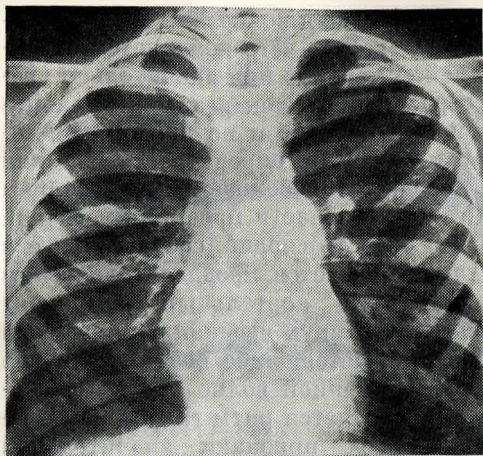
54. Рентгенограмма грудной клетки больного со стенозом легочной артерии в сочетании с неизмененным корнем аорты. Размеры сердца не изменены, однако легочная артерия расширена в участке ниже стеноза.
